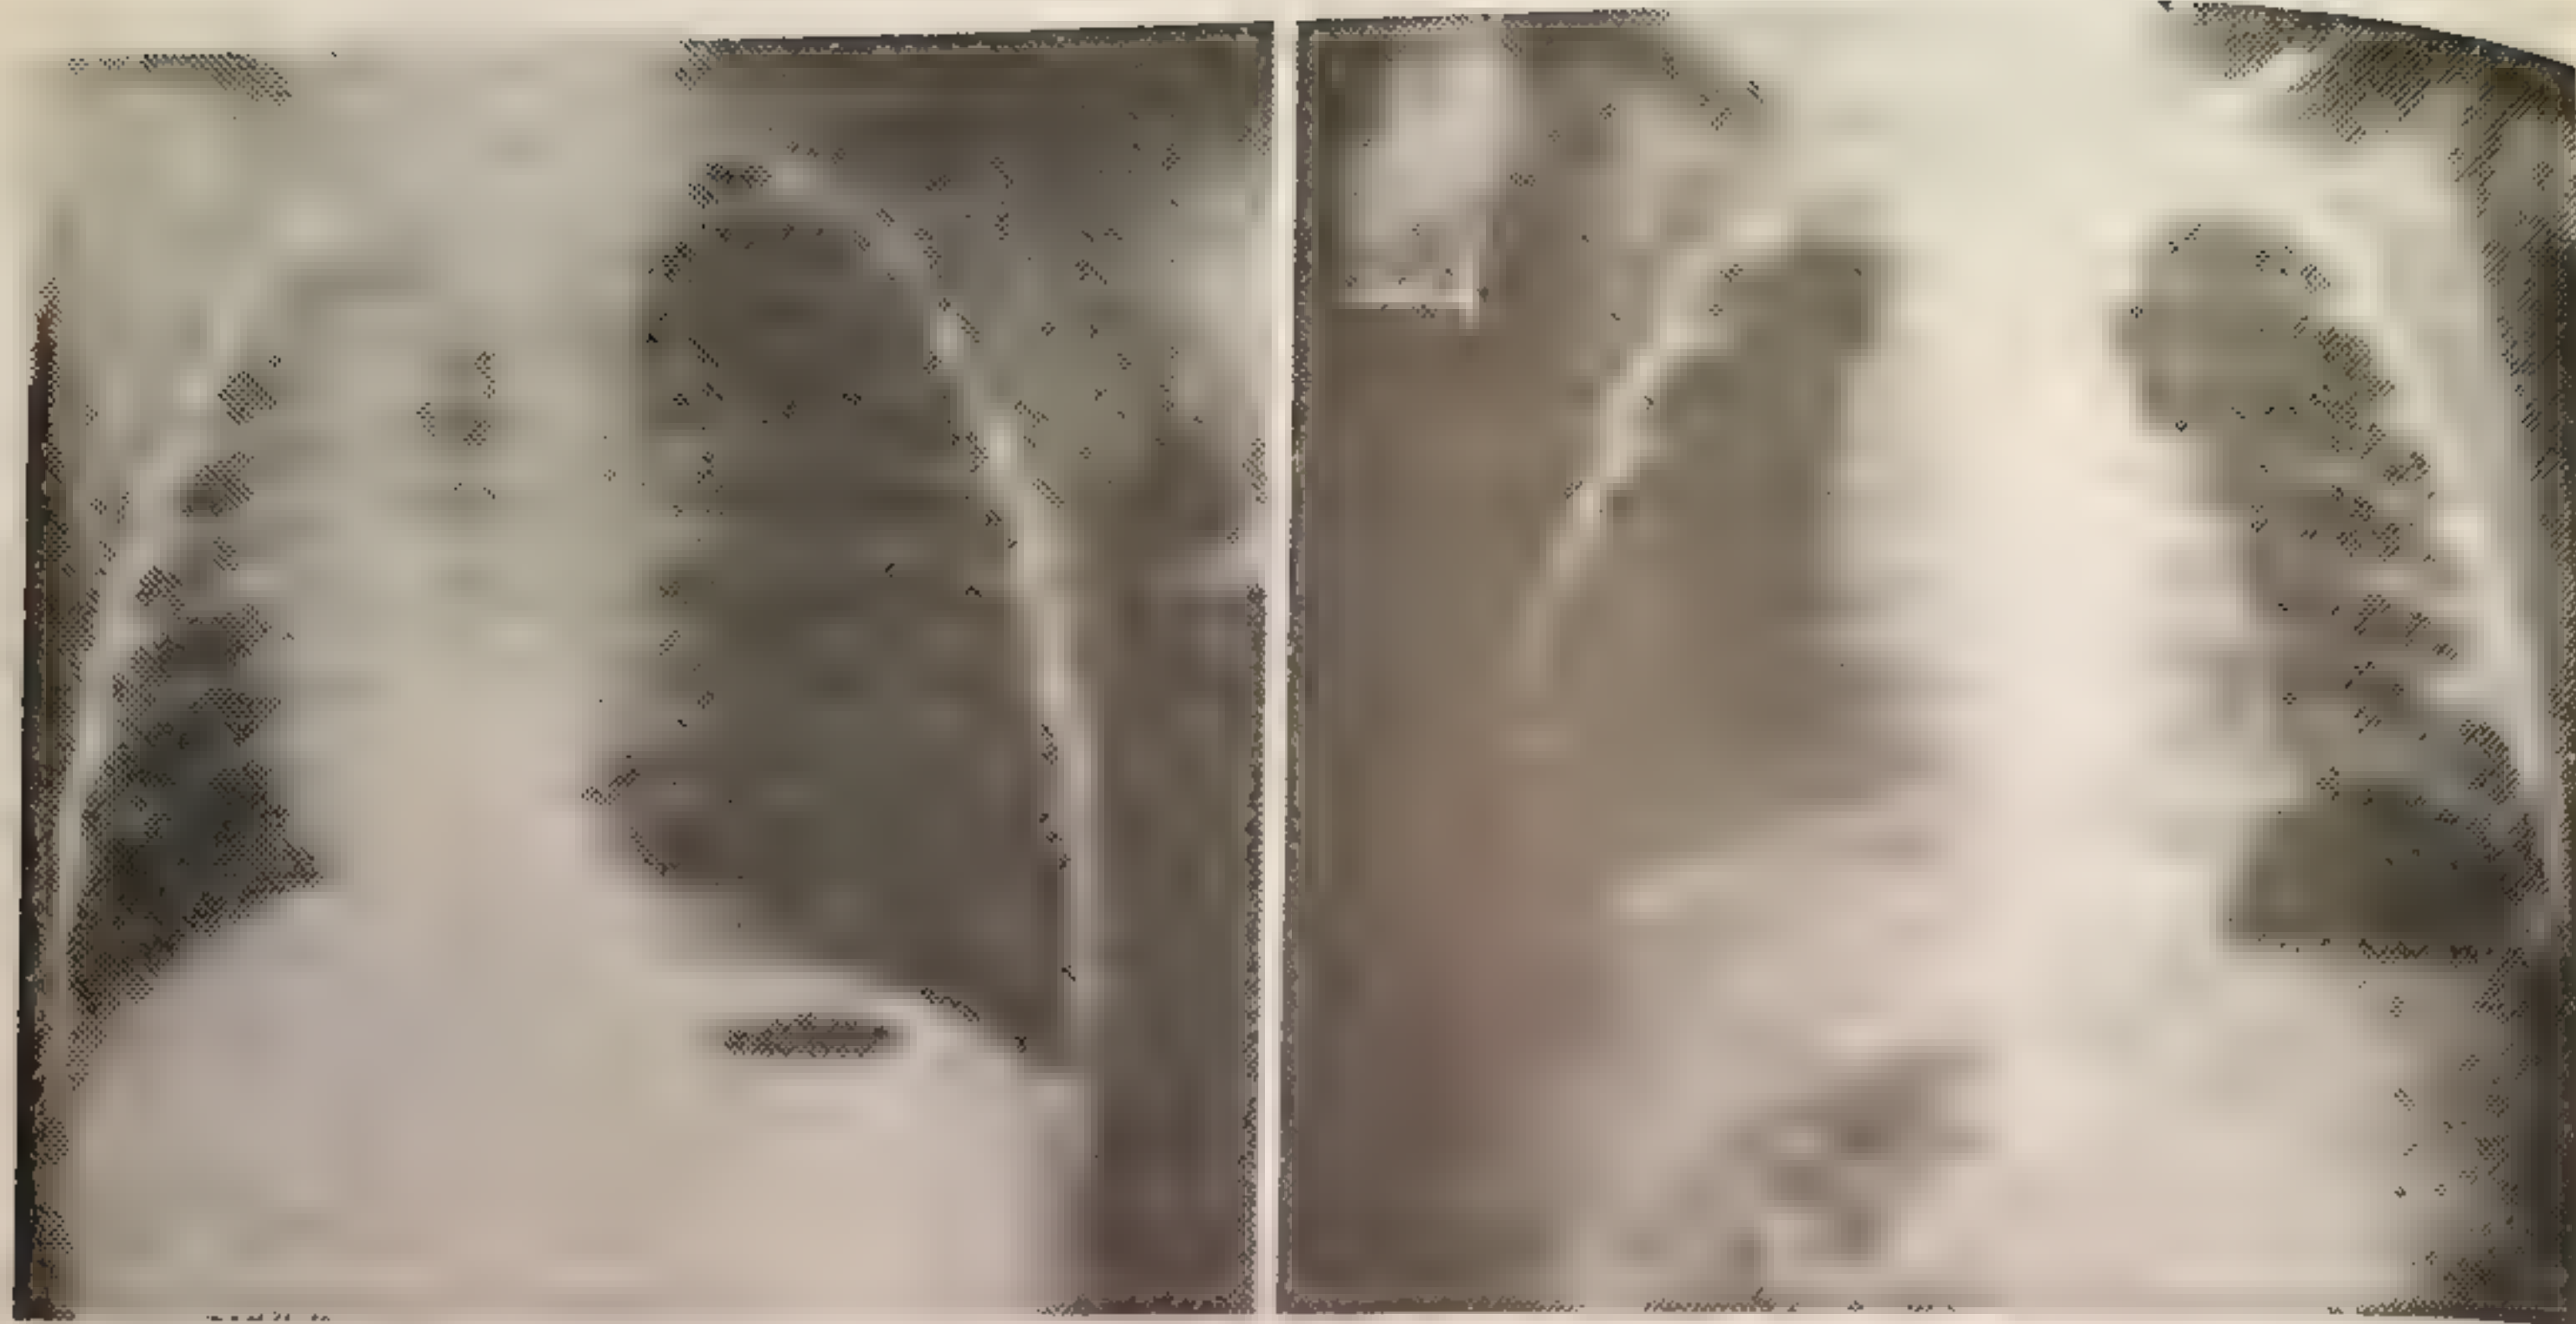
Долевая эмфизема с угнетением диафрагмы и смещенным средостением (рентгенограмма слева). После лобэктомии легкое вернулось в нормальное положение.
